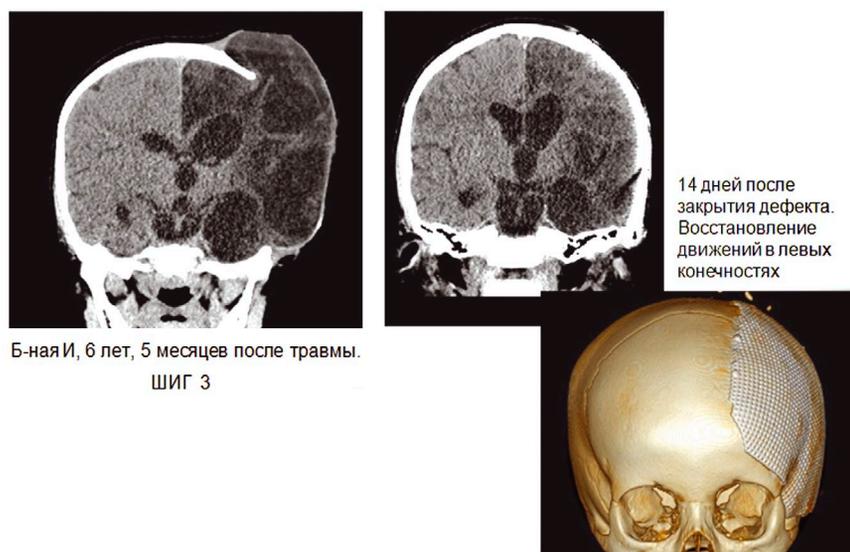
Восстановление ликвороциркуляции по данным КТ.
